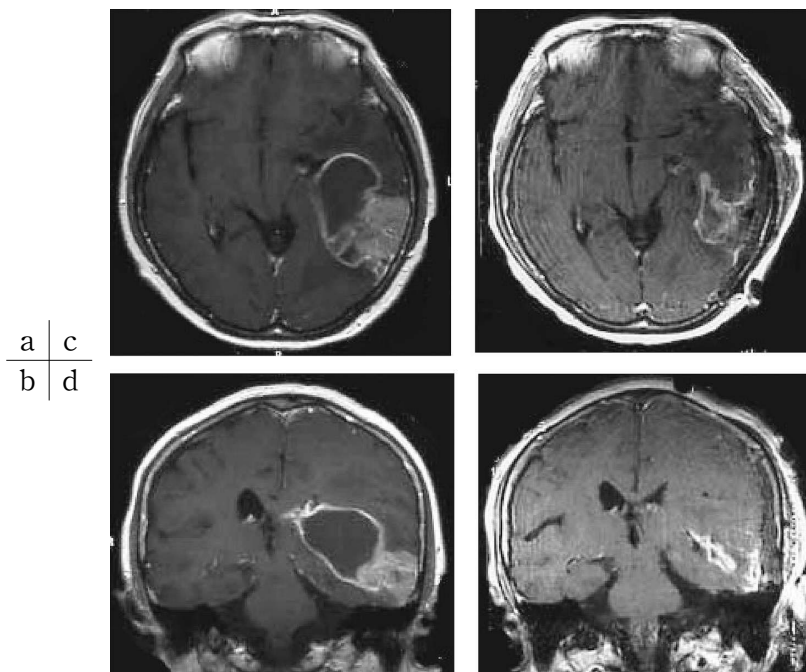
Axial and coronal T1-weighted magnetic resonance imaging (MRI) with contrast medium revealed a well enhanced tumor located in the left temporal lobe (a and b). Intraoperative MRI showed residual cystic wall of the tumor (c and d).
